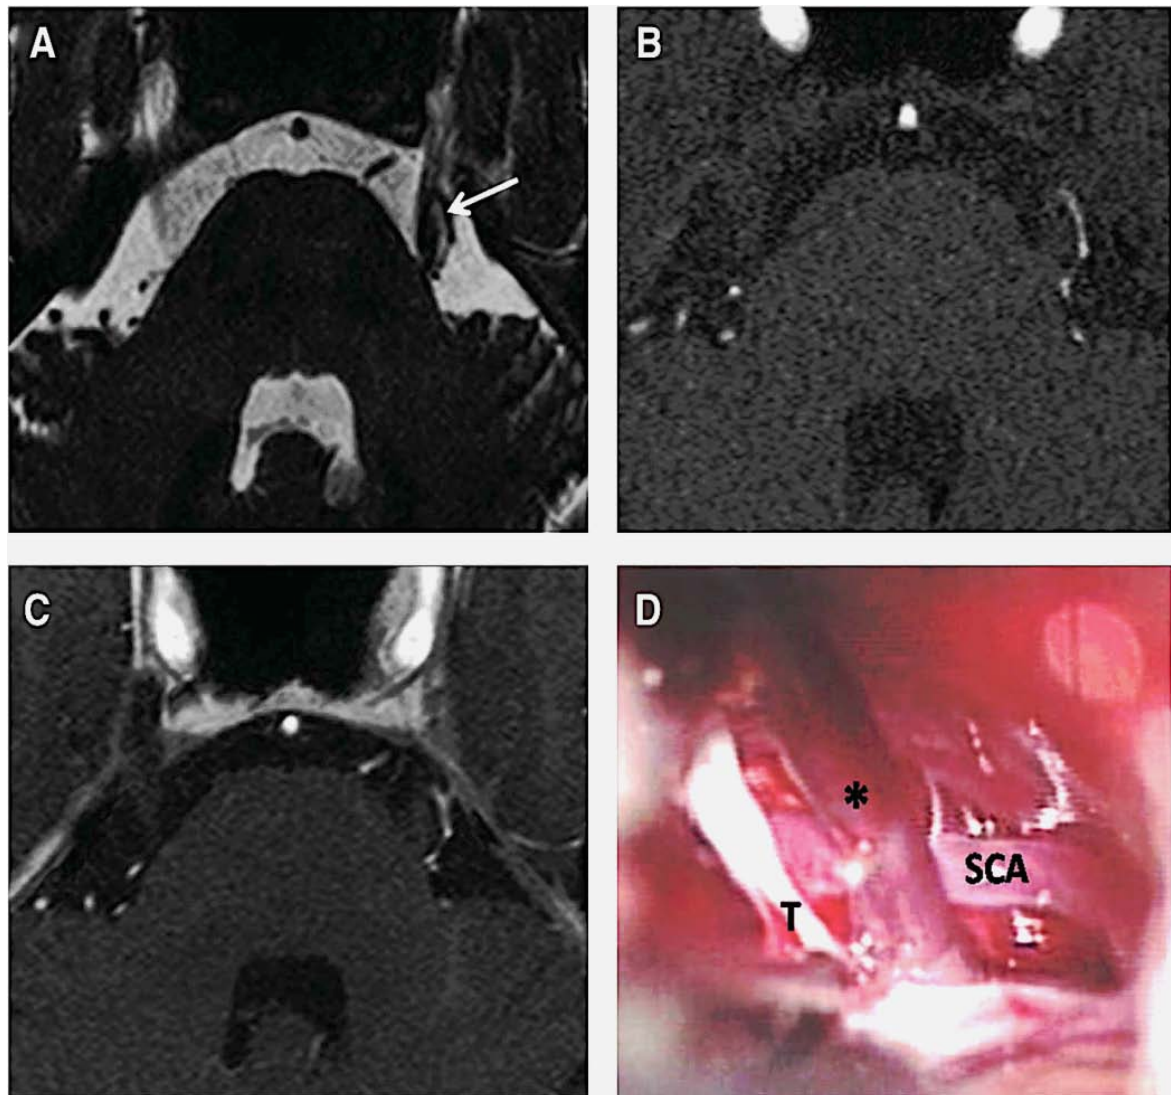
IRM encéphalique séquence T2 3D haute résolution (3D DRIVE) en coupe axiale (A) montrant une boucle de l'artère cérébelleuse supérieure (ACS) comprimant le nerf trijumeau gauche. L'AngioIRM 3D TOF (B) et la séquence en 3D T1 avec injection de gadolinium (C) permettent une bonne visualisation de l'artère en hypersignal, qui comprime le nerf à la fois au niveau de la REZ et de la partie moyenne de sa portion cisternale. D : Vue peropératoire objectivant un conflit neurovasculaire grade 2 du nerf trijumeau gauche (T) avec une boucle de l'ACS . La veine pétreuse supérieure (*) est conservée [45].
